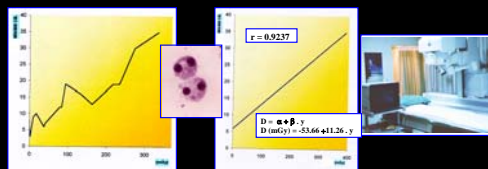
Dose-effect curves for X-ray induced micronuclei (MN/500 CB) (0-335 mGy).
